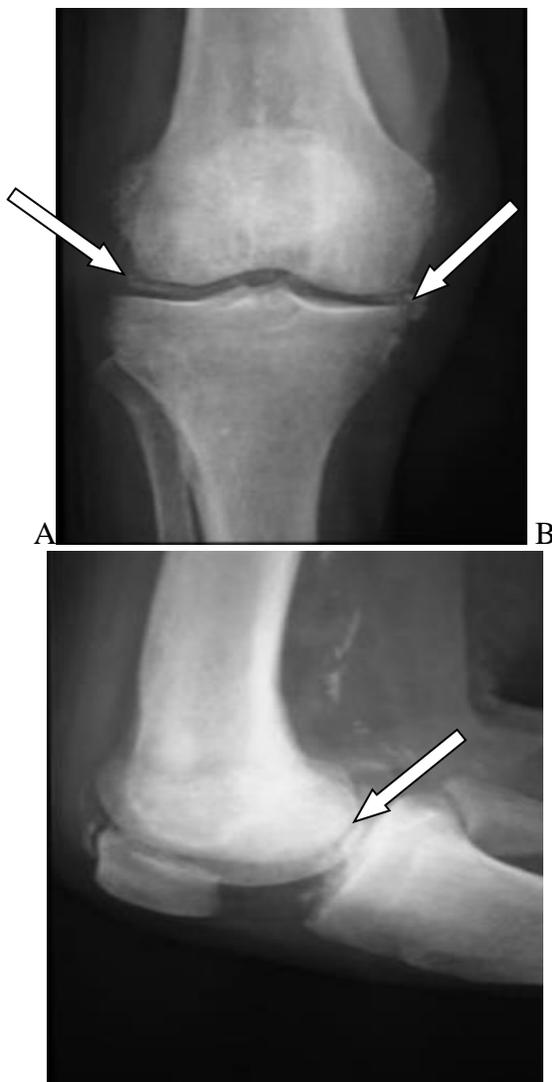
Calcifications méniscales bilatérales à la radiographie du genou de face en A et liseré calcique bordant le cartilage à la radiographie du genou de profil en B (flèche blanche).
